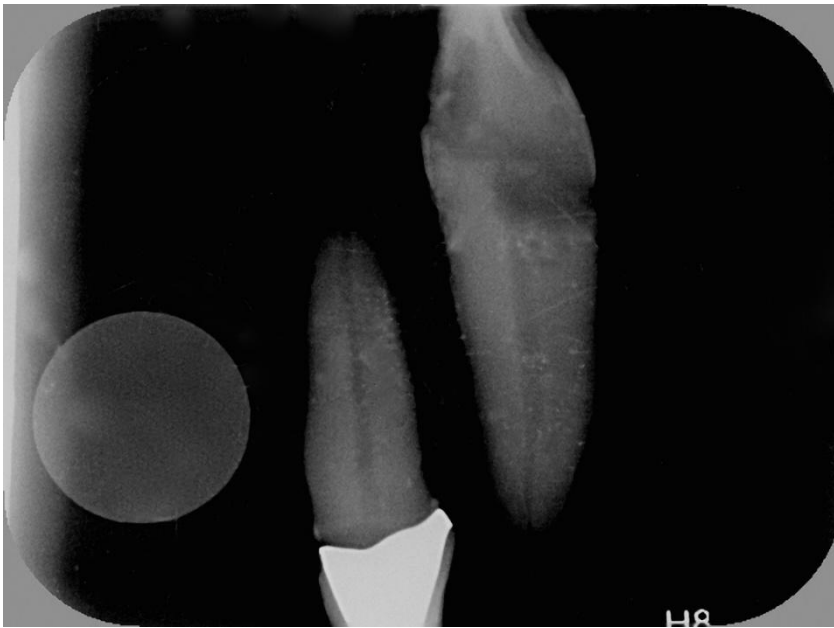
röntgenologische Überprüfung der Probenzähne
